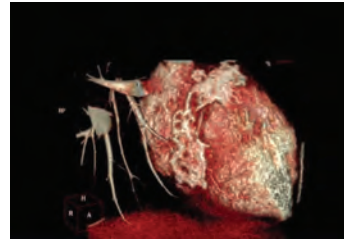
Multislice CT. It was noteworthy around 2 cm diameter craniocaudal calcifications on aortic valve and ascending aorta, and is anteriorly and posteriorly of the pericardium, which is believed to be compatible with radiotherapy collimation windows.
